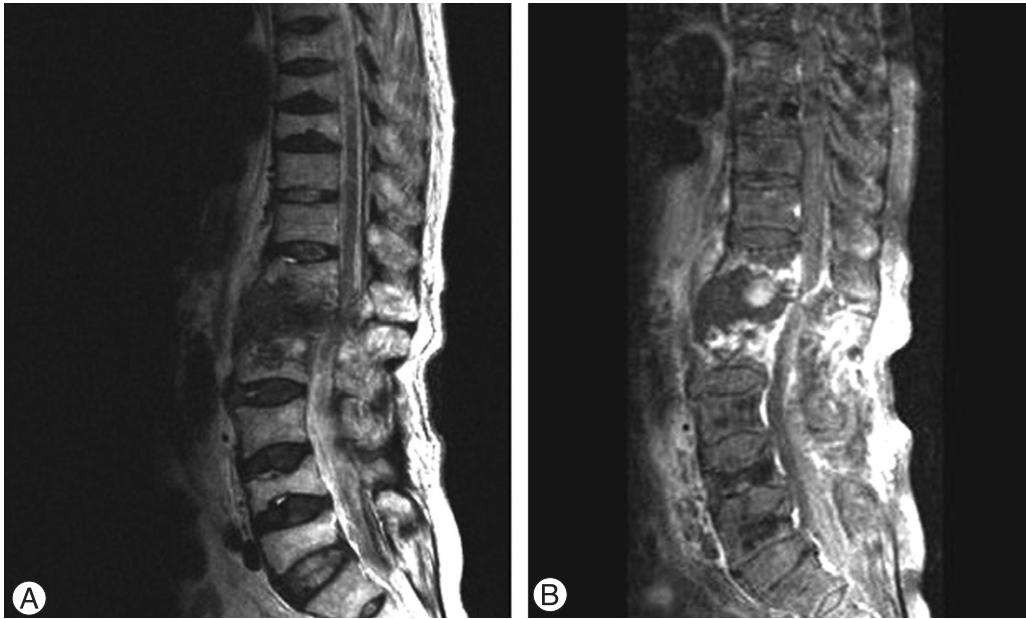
T2-weighted sagittal MR image (A) showed hematoma with mixed signal intensity but no definitive cord discontinuity. Gadolinium enhanced sagittal MR image (B) showed well defined irregular shape hematoma with enhancing lesion.
